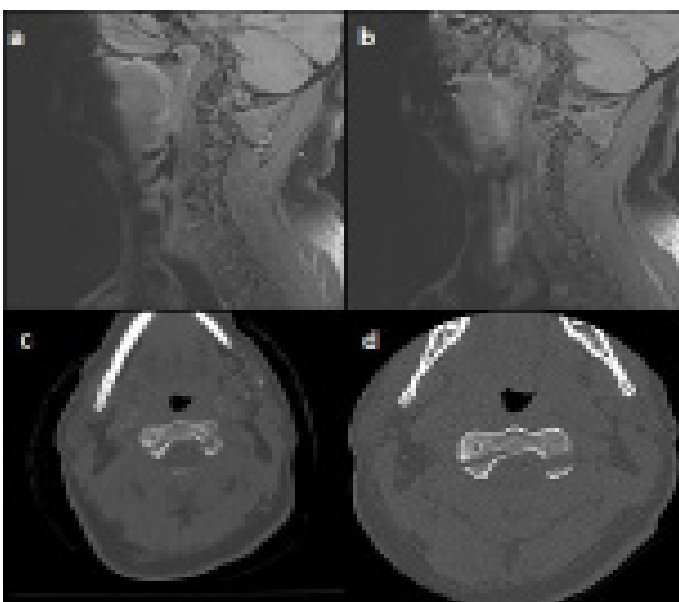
Shows bilateral C2 pedicle fracture on flair MRI (a,b), and on axial CT (c,d).
